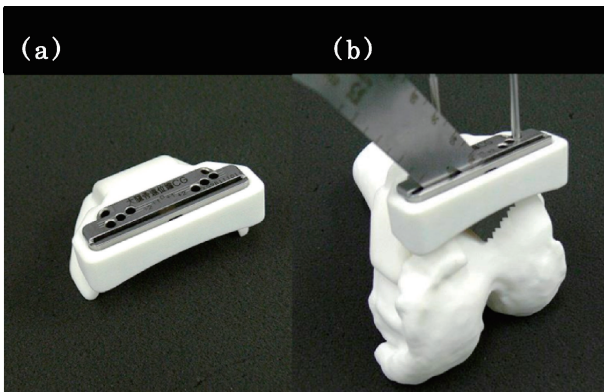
人工膝関節用カスタム手術器械(a)カスタム手術器械本体，(b)CT画像による仮想骨から生成した手術器械の凹面を実在骨の凸面に嵌合すると，ボーンソーによる骨切除位置が決定される．
